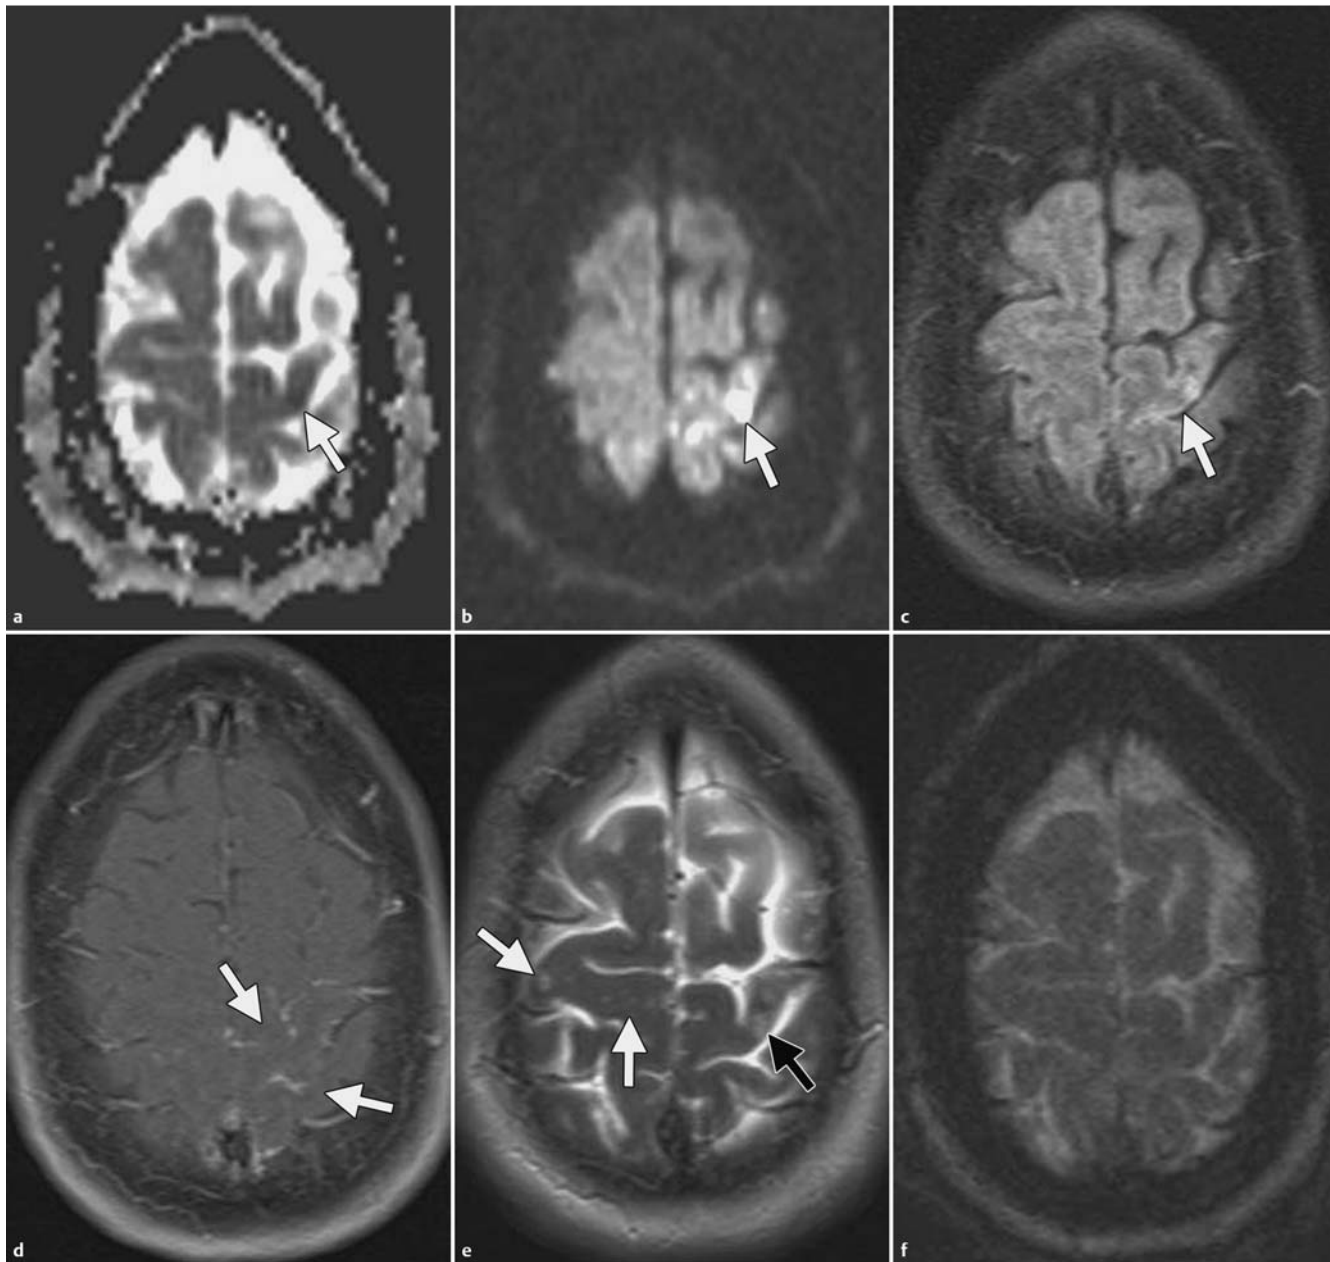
Früher hyperakuter Schlaganfall bei einer 49-jährigen Frau mit Schwäche und Steifheit in der rechten unteren Extremität. a, b ADC-Karte (a) und DWI-MRT-Bild (b) zeigen ein Areal mit Diffusionseinschränkung im linken Motorkortex (Pfeile). c Im FLAIR-Bild ist ein entsprechendes Areal mit leicht erhöhter Signalintensität zu sehen (Pfeil). d Im gadoliniumkontrastverstärkten T1w MRT-Bild ist arterielle Kontrastverstärkung vorhanden (Pfeile). Es ist keine Kontrastverstärkung im Parenchym zu erkennen. e Das T2w MRT-Bild zeigt ein Areal mit hoher Signalintensität im linken Motorkortex (schwarzer Pfeil); dieser Befund weist auf einen Schlaganfall hin, der mehr als 6 h zurückliegt (spät hyperakut). Ebenso sind andere verstreute, nicht spezifische subkortikale Areale mit hoher Signalintensität zu sehen (weiße Pfeile), die den Befund eines späten hyperakuten Schlaganfalls verzerren. f Im suszeptibilitätsgewichteten MRT-Bild ist keine hämorrhagische Transformation zu sehen. Aufgrund einer frühen arteriellen Kontrastverstärkung und nur leicht erhöhter Signalintensität auf FLAIR-Bildern ist anzunehmen, dass der Schlaganfall weniger als 6 h alt ist (früh hyperakut). Tatsächlich kam diese Patientin innerhalb von 3 h nach Einsetzen der Symptome in die Notfallabteilung.
